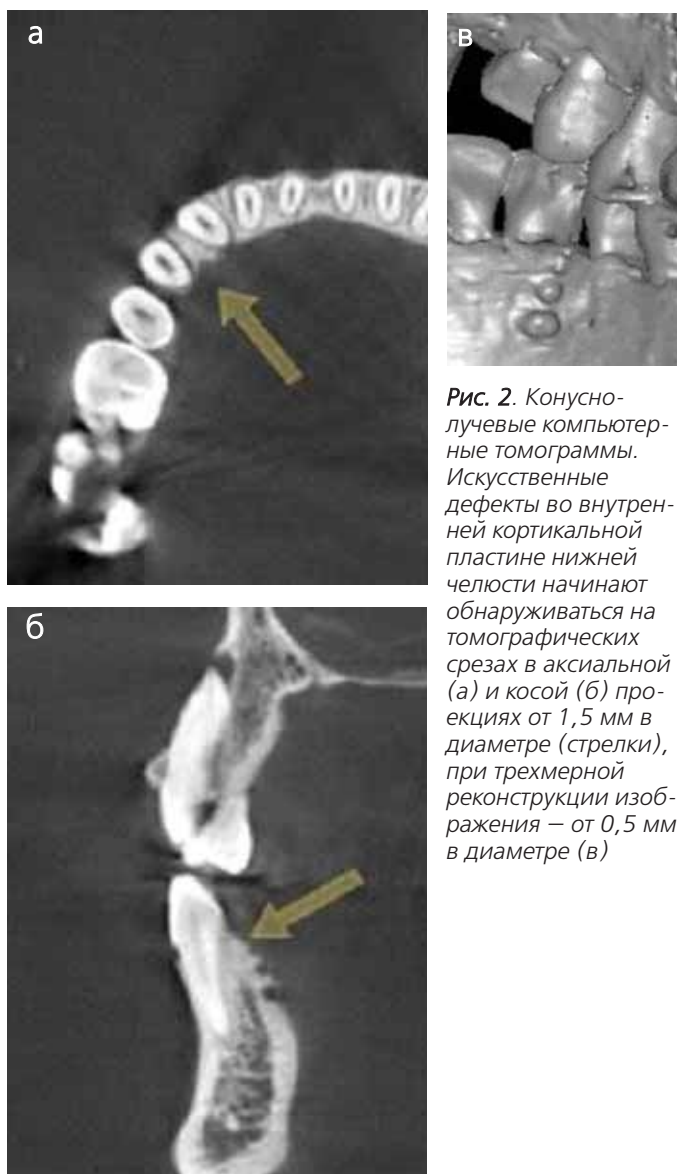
Конусно-лучевые компьютерные томограммы. Искусственные дефекты во внутренней кортикальной пластине нижней челюсти начинают обнаруживаться на томографических срезах в аксиальной (а) и косой (б) проекциях от 1,5 мм в диаметре (стрелки), при трехмерной реконструкции изображения — от 0,5 мм в диаметре (в)
